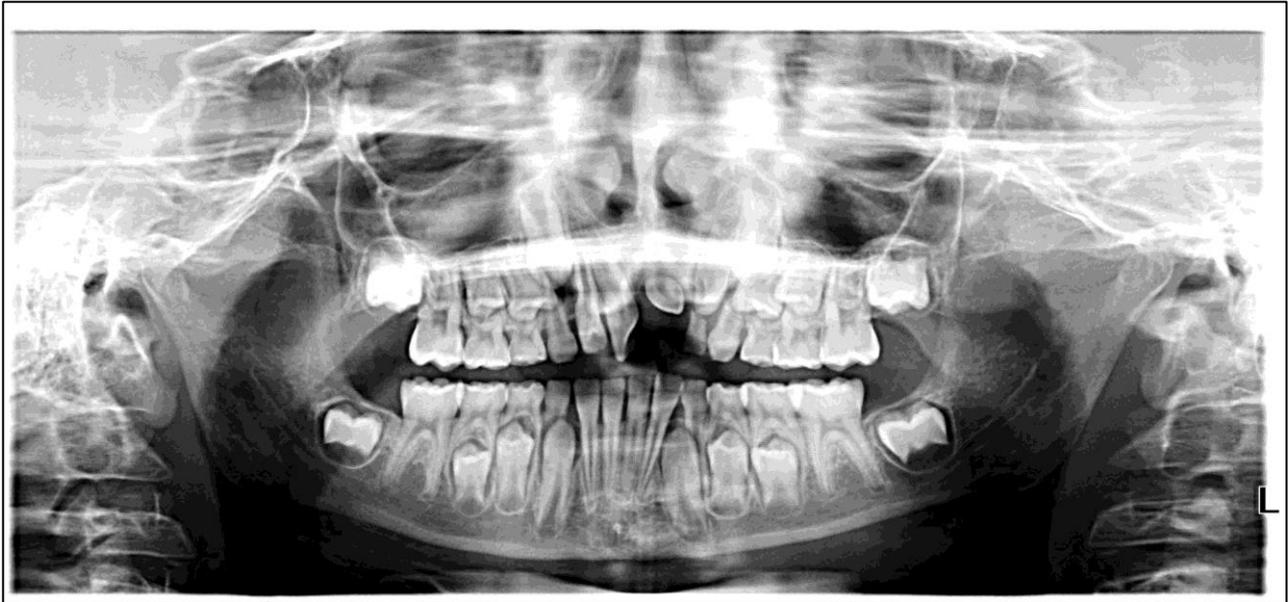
Orthopantomogramme chez un patient de 6 ans, mettant en évidence la présence d'un mésiodens en site de l'incisive maxillaire gauche permanente. CHU de Nantes.
